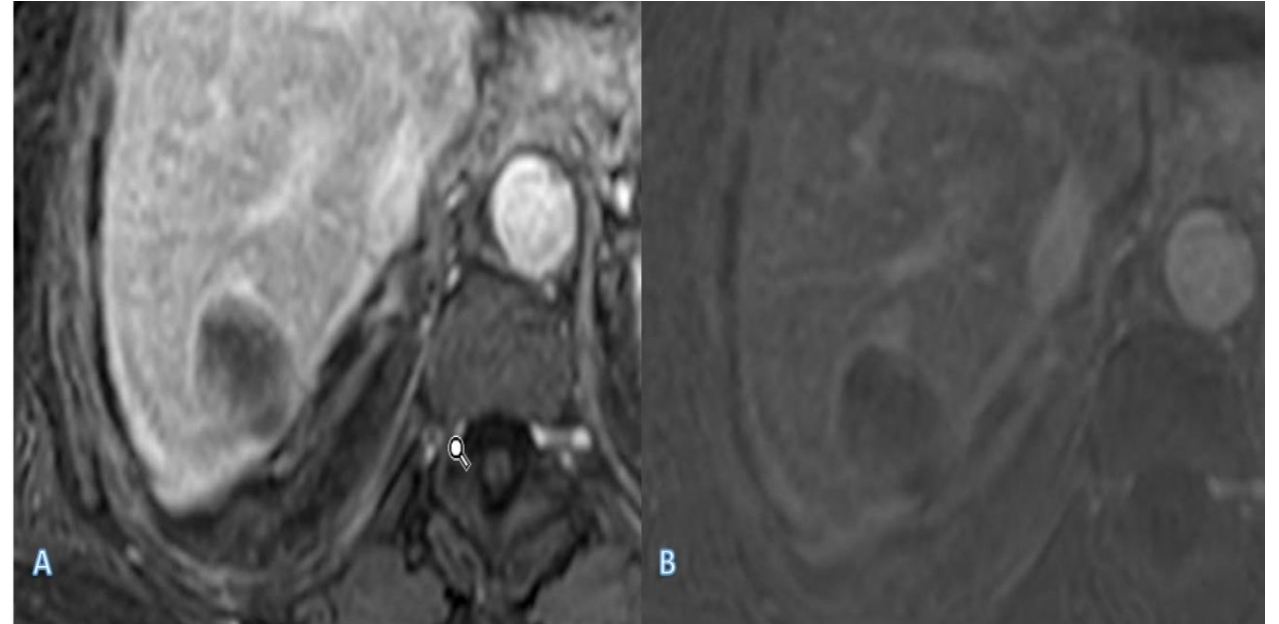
RM axial ponderada en T1 con saturación grasa y administración de contraste (A) y su correspondiente imagen de sustracción (B), obtenida un mes después de la ablación por radiofrecuencia. Se observa un área de ablación con centro hipointenso y un fino realce periférico en fase venosa. Estos hallazgos son probablemente secundarios a hiperemia inflamatoria periférica.
